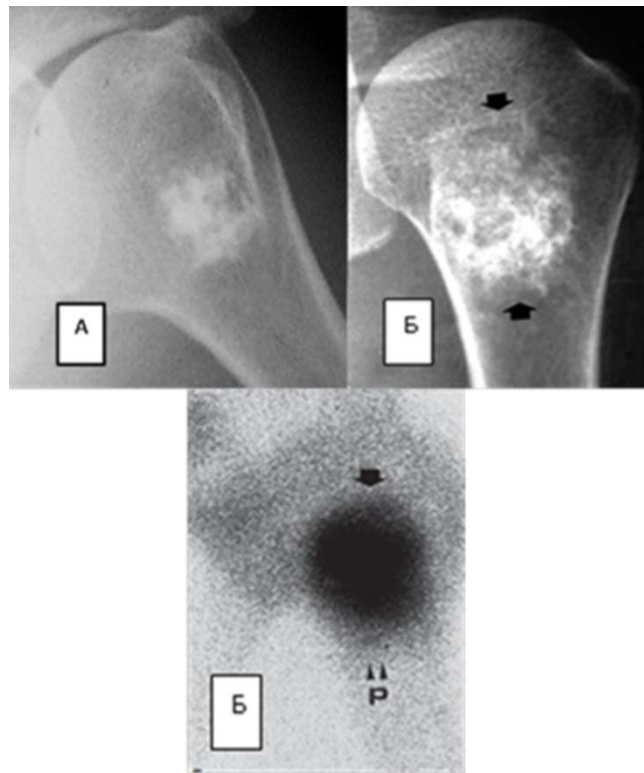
Геморрагічний інфаркт (А) і енхондрома (Б). Фрагменти рентгенограм плечових кісток у прямій проекції різних хворих і ОСГ. До диференціальної діагностики – на відміну від інфаркту, при пухлині визначається активне накопичення РФП (99mTc) у зоні ураження (за Sutton D. і Bank Y.-W.).
